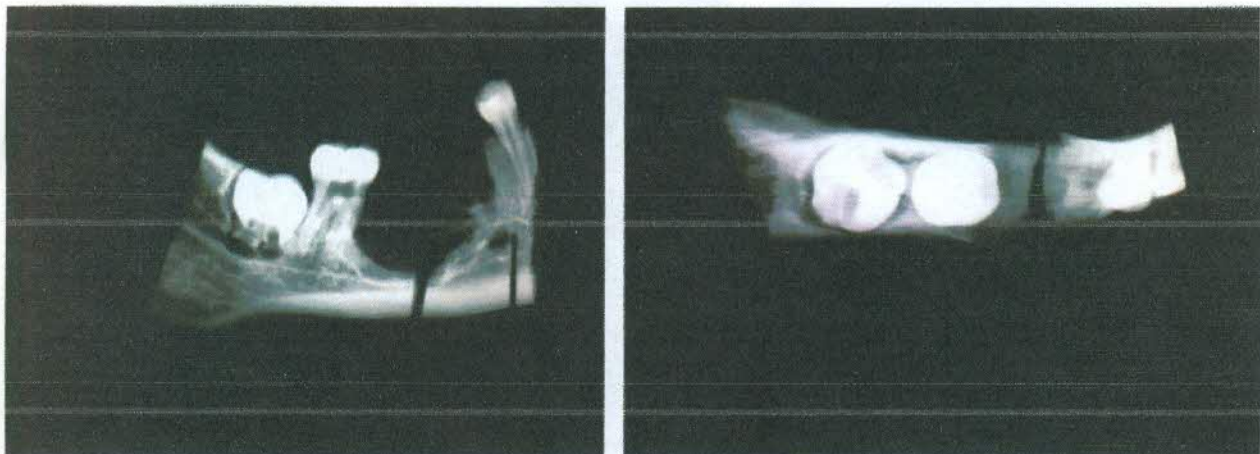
Radiografías de la pieza quirúrgica. Fuente INCan.
